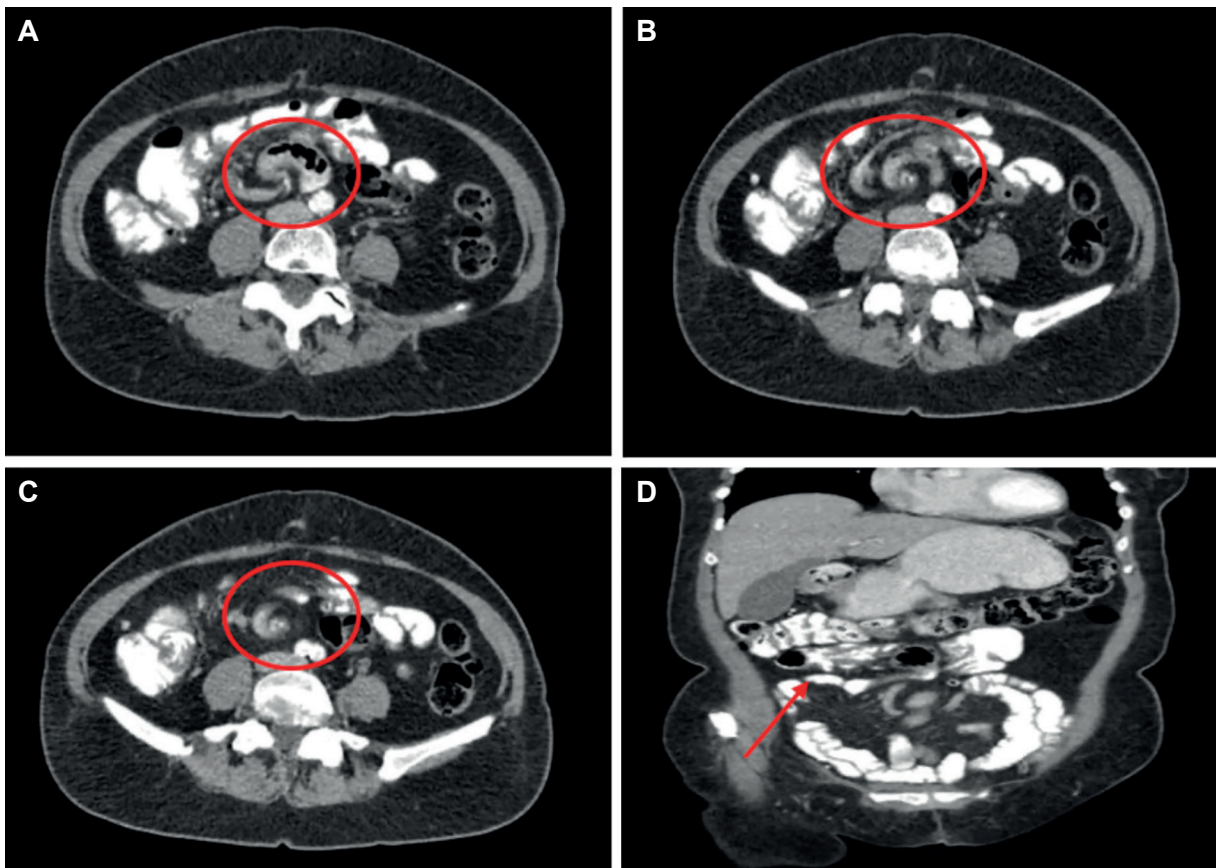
A, B, C - Cortes axiales de tomografía de abdomen donde se muestra el signo del remolino (Whirlpool), arremolinamiento en sentido horario de la vena y la arteria mesentérica superior y mesenterio característico de vólvulo del intestino medio (círculo rojo). D - Corte coronal de tomografía de abdomen donde se muestra el ciego y colon ascendente en el ángulo hepático paralelo al colon transversal (flecha roja).
